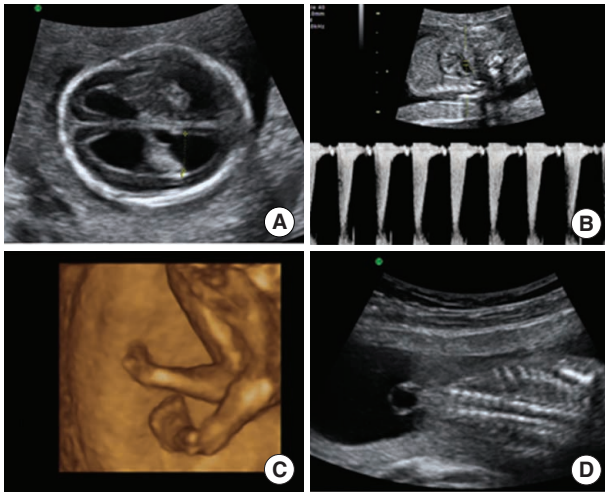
Prenatal sonographic findings of pseudoisodicentric 18q at 18<sup>+3</sup> weeks gestation. (A) Transaxial plane of the fetal brain shows bilateral overt ventriculomegaly. (B) Fetal echocardiography shows pulmonary stenosis (2 m/s). (C) 3D ultrasonography shows bilateral club foot. (D) Coronal plane of the fetal spine shows meningocele.
